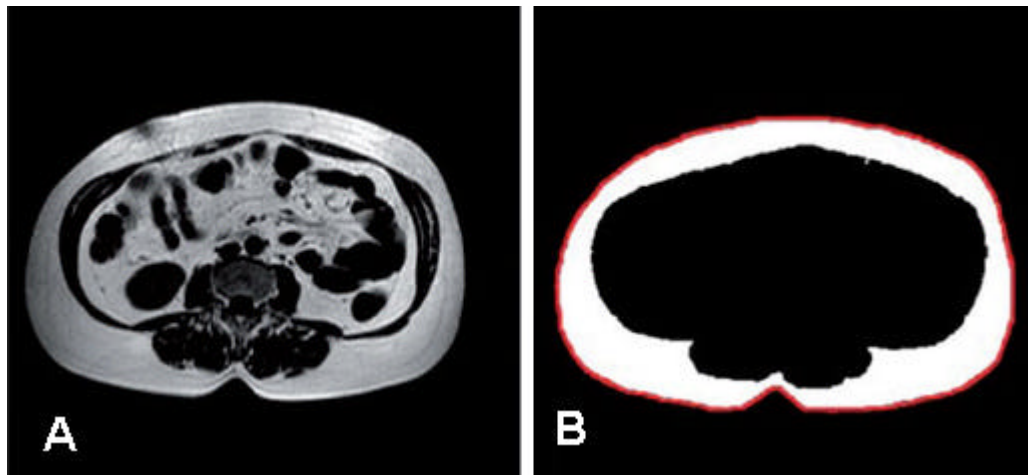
Determinación de la grasa mediante RMN. Obsérvese el corte completo (A) y luego de la división de componentes a fin determinar únicamente la grasa intraabdominal (B)
